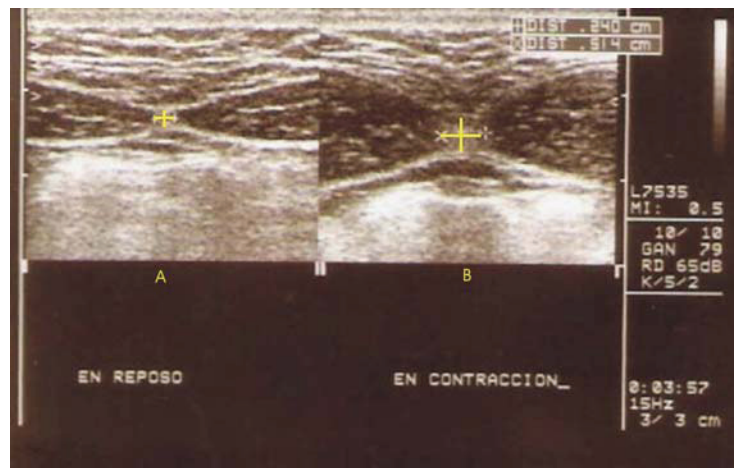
Ecografía de la pared abdominal. Modificaciones que se producen en la línea alba por arriba de la metámera umbilical durante la contracción muscular. A) En reposo. B) Durante la contracción se observa incremento del espesor anteroposterior y transversal a nivel de la línea media (gentileza Dr. Daniel Turpo).
